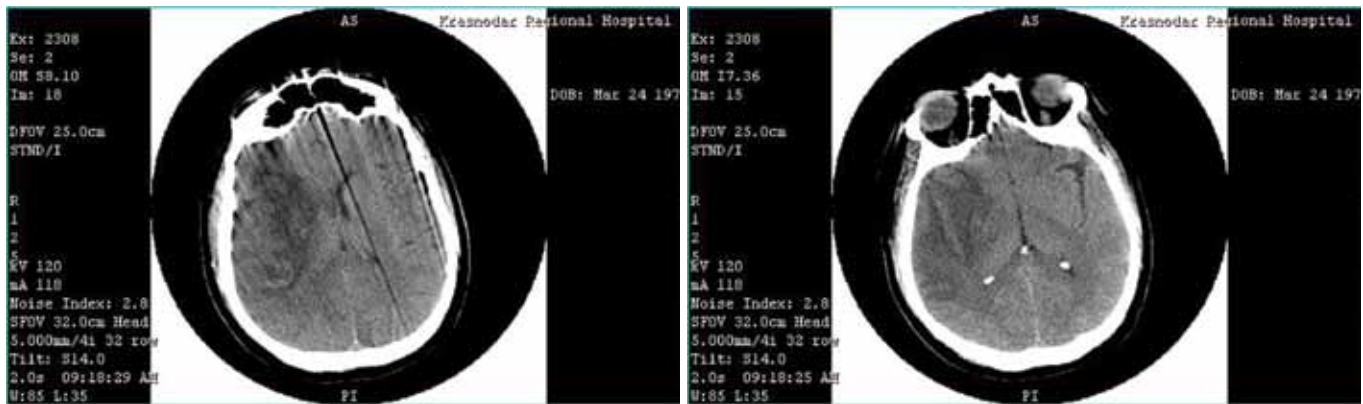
КТ-сканы головного мозга, 2-е сутки от начала развития ОНМК. Ишемия в правой лобно-височно-подкорковой области.
